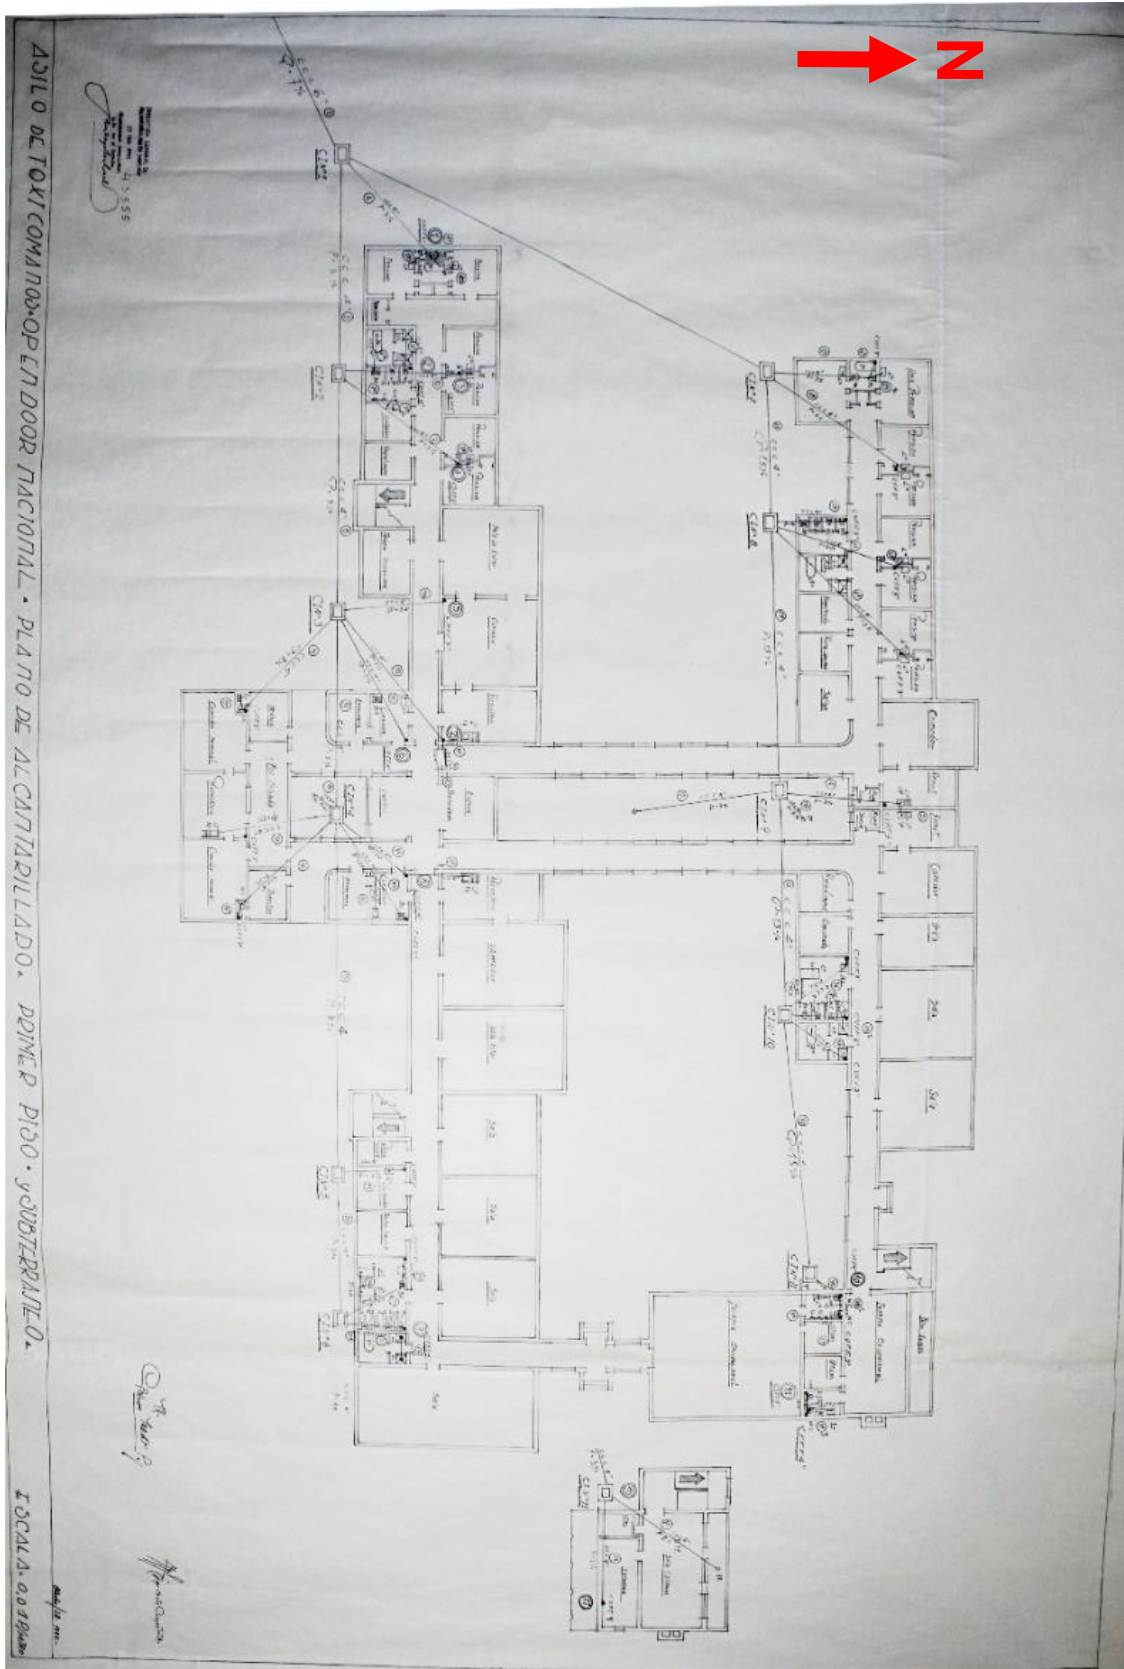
Plano primer piso y subterráneo IRM.
